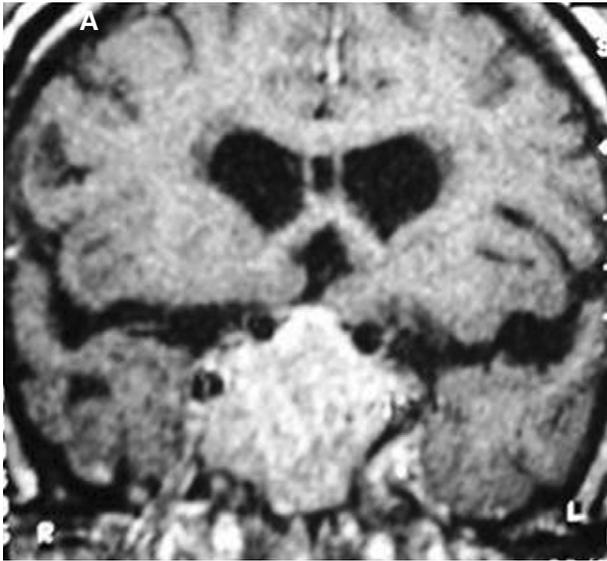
Resonancia magnética cerebral al diagnóstico, donde se observa un gran tumor hipofisario que crece hacia el seno esfenoidal y los senos cavernosos. 1A: corte coronal y 1B: corte sagital.
